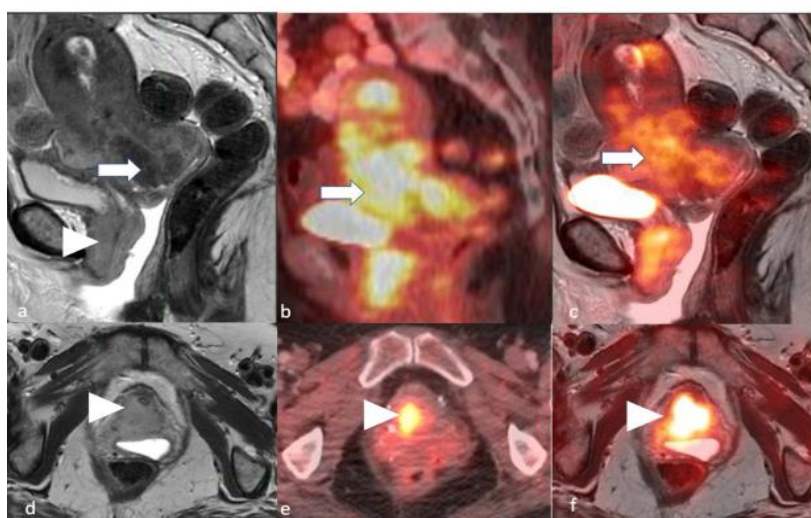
Stade IV. Patiente de 54 ans atteinte d'un carcinome de l'endomètre. Images IRM T2 sagittales (a) et axiales (d) ; images TEP/TDM sagittales (b) et axiales (e) ; images TEP/IRM pondérées T2 sagittales (c) et axiales (f) démontrant une tumeur endométriale hyperintense en T2, fixant le FDG (flèche) et envahissant la base de la vessie et l'urètre (tête de flèche). (450)
